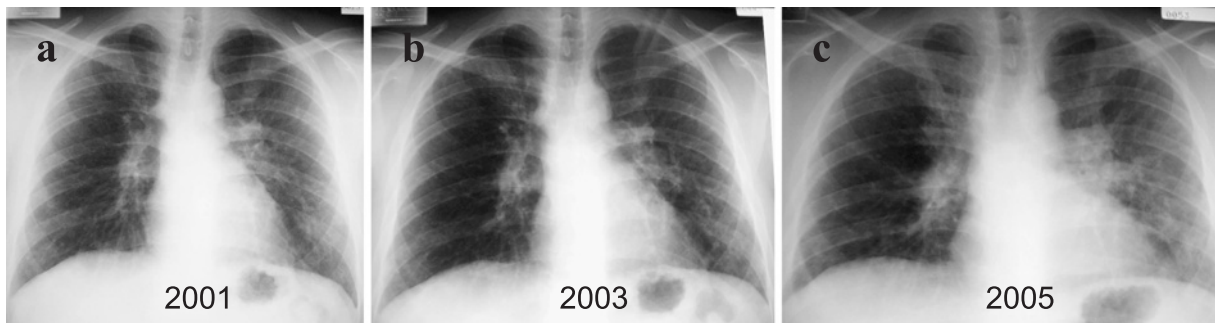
Chest radiographs taken in 2001 (a), 2003 (b), and 2005 (c) showing ground-glass opacity and gradually progressing volume loss.
